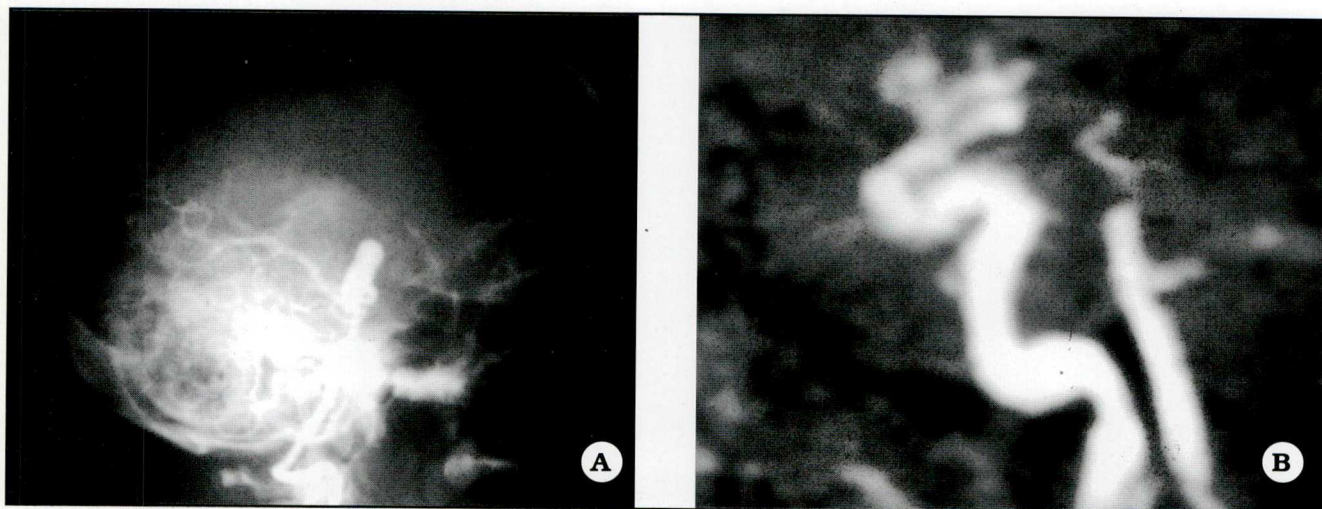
A. Angiograma preoperatorio de un aneurisma del ápex de la arteria basilar (proyección perfil). B. Angiorresonancia de control postoperatorio correspondiente al aneurisma basilar, con exclusión del mismo por clipado.
